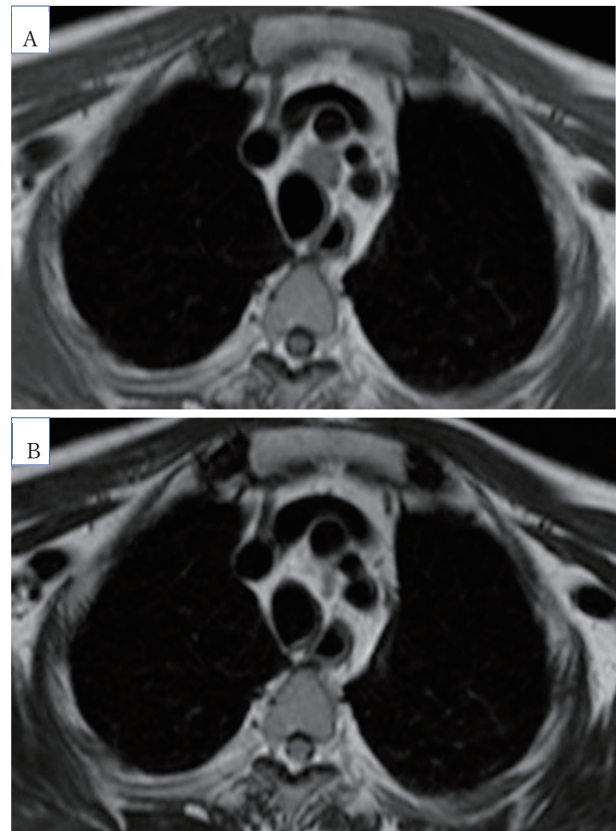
A: A T1-weighted image showing a low intensity mass in the middle mediastinum. B: A T2-weighted image showing both high- and low-intensity signals within the tumor. There was no fat tissue or invasion of the trachea or surrounding organs.
